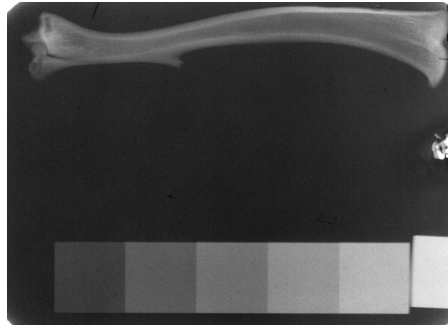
Radiografía de la tibia izquierda de ratona junto al patrón de Al
